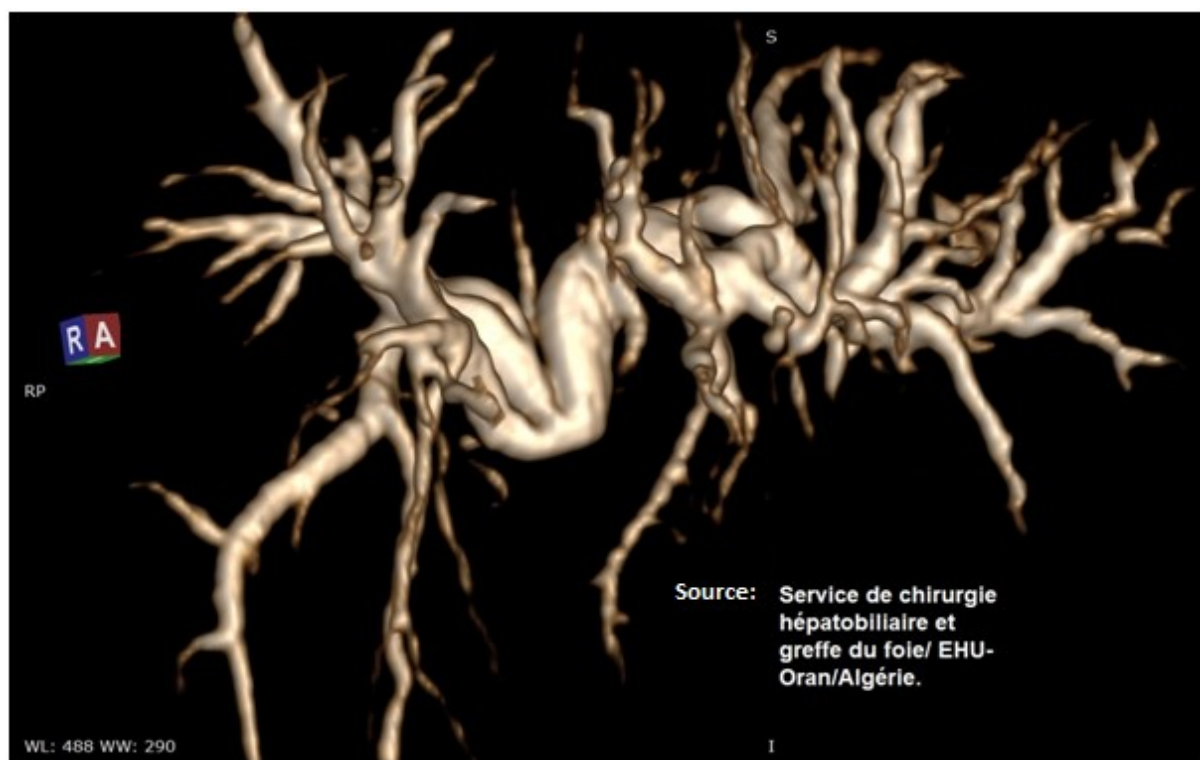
Modélisation 3D d'une Cholangio-IRM d'une patiente opérée pour plaie biliaire en phase de sténose.
